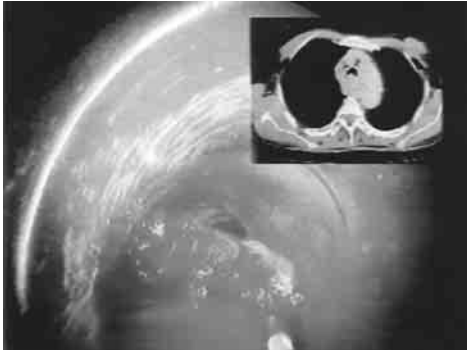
Carcinoma epidermoide en pars membranosa traqueal. En la región caudal se observa la sonda de láser y en el ángulo superior derecho se aprecia un corte de TAC de la citada lesión.
